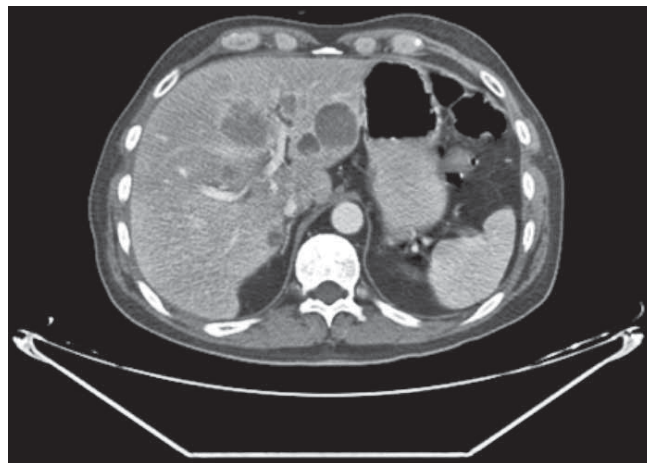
TAC Abdominal, metástasis hepáticas.
